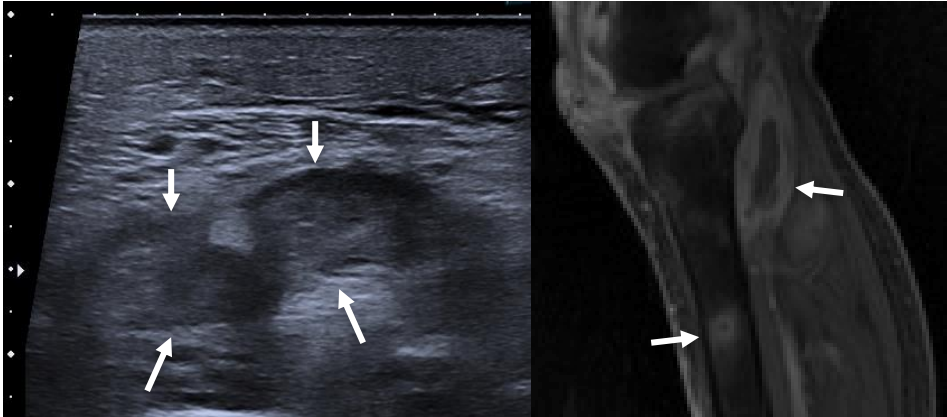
Absceso muscular. Izquierda: Ecografía modo B, plano axial tercio superior pantorrilla, muestra colección bien definida y heterogénea en el espesor del sóleo, con edema “en empedrado” del TCS adyacente. Derecha: Resonancia magnética ponderada en secuencia T1 con contraste endovenoso, plano sagital, que confirma la presencia de absceso muscular así como focos de osteomielitis en tibia y cambios inflamatorios sinoviales en rodilla por pioartritis.
